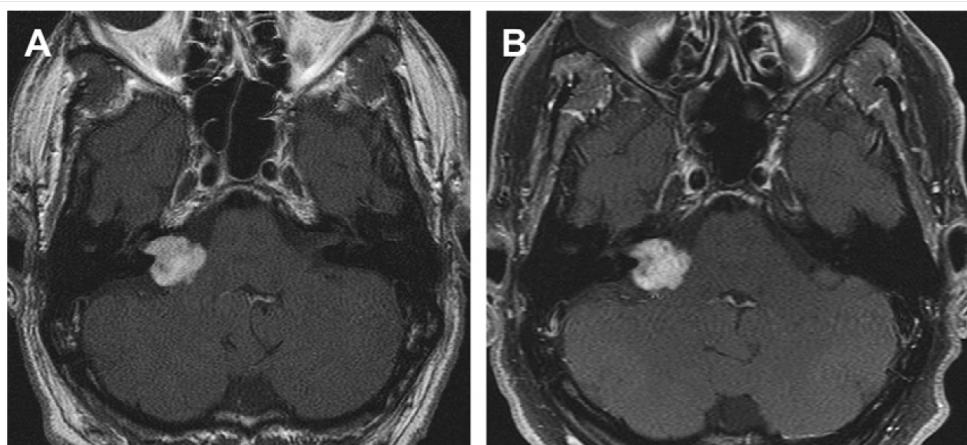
MRT Beurteilung der radiochirurgischen Behandlung. Axiale T1-gewichtete Gadolinium-angereicherte MRT-Aufnahme (A) vor der Cyberknife Radiochirurgie und (B) nach der Behandlung. Es zeigt sich 6 Jahre später keine Größenprogredienz. Quelle: Sakamoto et al. 2009 (52)
